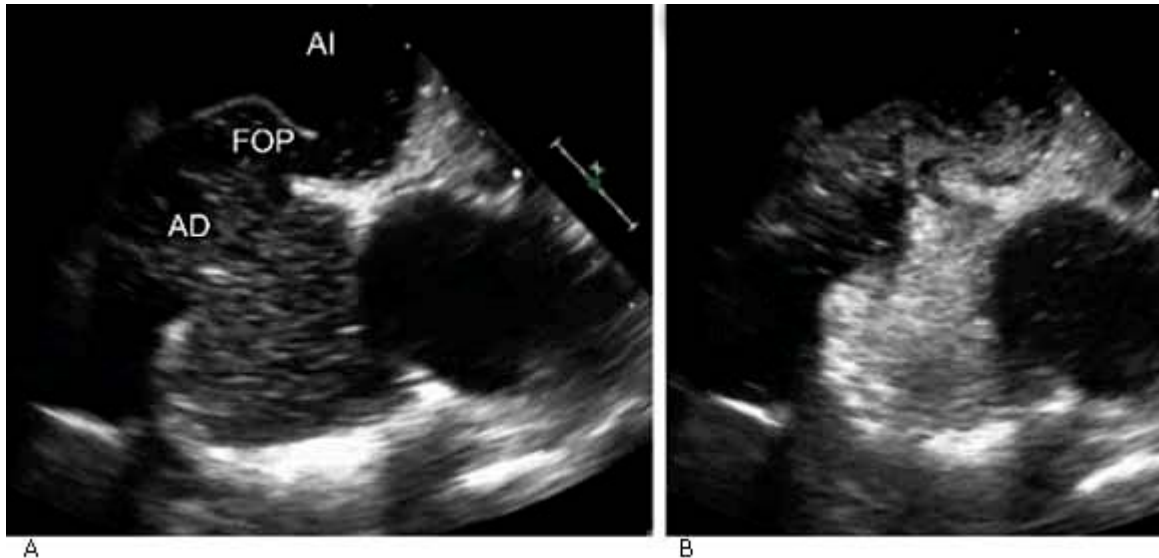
Ecografía transesofágica, donde se evidencia la presencia de FOP.
